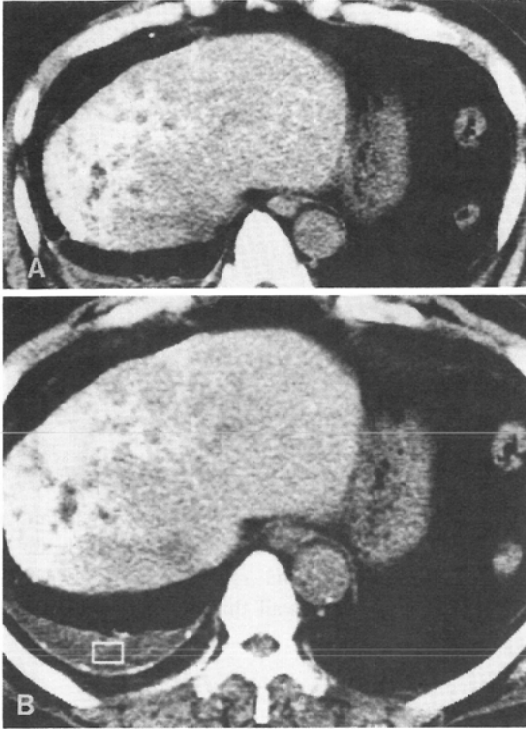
CT images immediately before the appearance of cholangioma.
